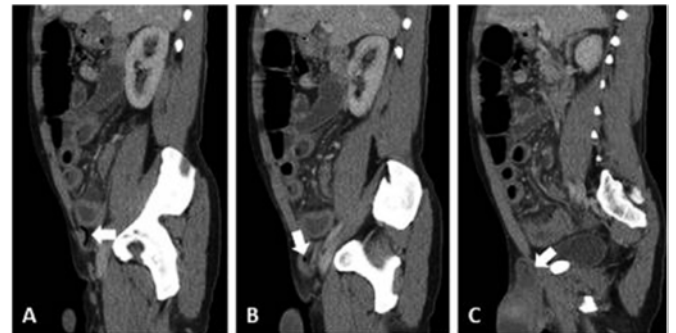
Las imágenes de la tomografía computarizada con contraste sagital de lateral (A) a medial (C) muestran la progresión del apéndice a medida que se extiende hacia la hernia inguinal derecha. Técnica: El contraste sagital aumentó las imágenes de TC del abdomen inferior⁴¹.
